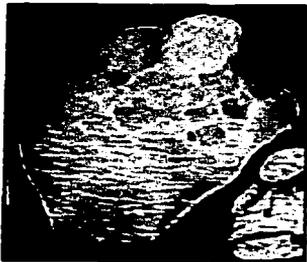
Leiomyosarcoma del cordón espermático. Imagen de ecogenicidad heterogénea, sólida, la cual presenta vascularidad a la aplicación Doppler color.
